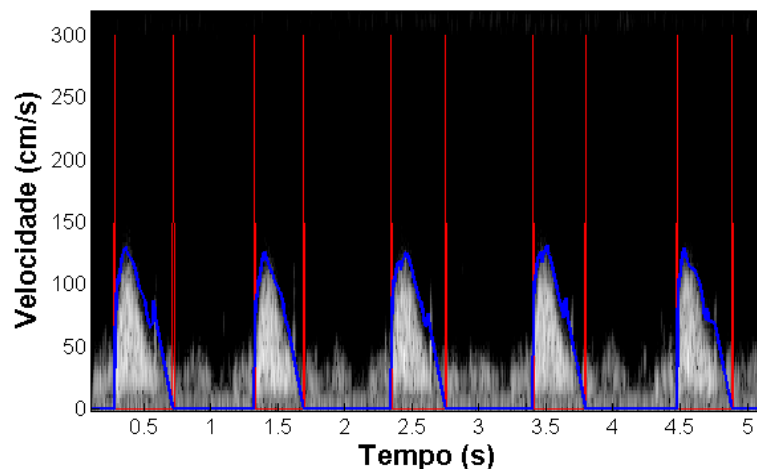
Sonograma com retas sobrepostas indicando o início e o fim de cada ciclo cardíaco.
